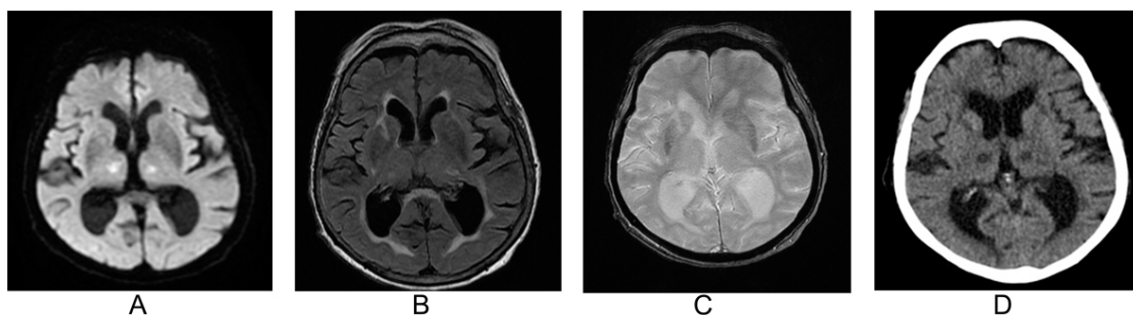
L'IRM coupe axiale séquence de diffusion montrait des hypersignaux thalamiques bilatéraux (A), la séquence T2/Flair ne retrouvait pas d'hypersignal thalamique bilatéral correspondant (B), en T2* on ne notait pas de microbleeds (C), le scanner cérébral de J1 post thrombolyse ne montrait pas de transformation hémorragique (D).
